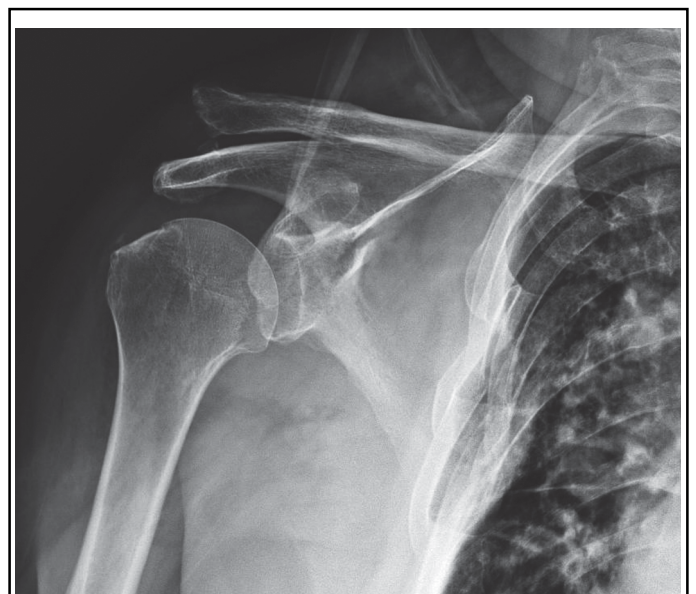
Radiographie de face de l'épaule droite montrant la luxation acromio-claviculaire, les fractures costales et des irrégularités du bord supérieur de la scapula.
